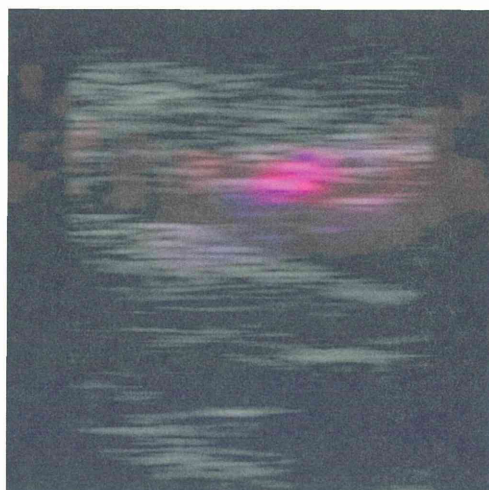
ヘモグロビン分布と酸素化ヘモグロビン分布, 及び超音波画像を重畳表示した画像
